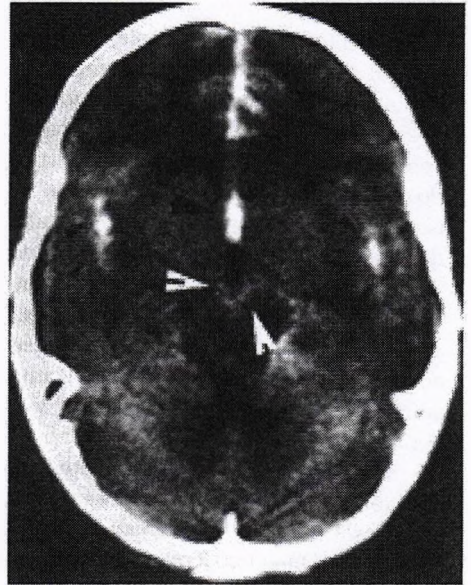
TAC de una hemorragia subaracnoidea. Las flechas negras largas indican la presencia de sangre en el espacio interhemisférico, las pequeñas en las cisternas silvianas y la mediana en los alrededores del III ventrículo. Las flechas blancas señalan los restos hemáticos en las cisternas que rodean al tronco.
